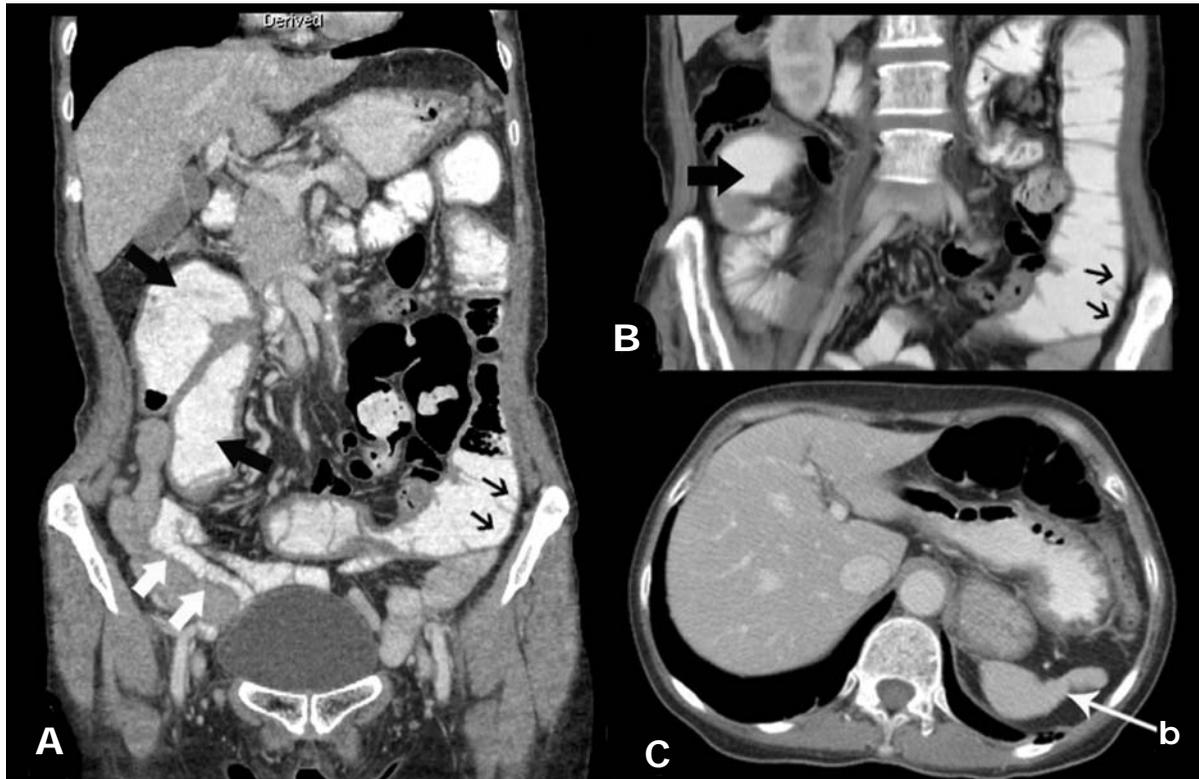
Tomografía computarizada de ingreso con contraste oral e intravenoso. A y B) Cortes coronales que evidencian dilatación de las asas intestinales (flechas negras), ilealización de las asas yeyunales (flechas pequeñas) y yeyunización de asas ileales (flechas blancas). C) Corte axial en fase portal que revela el hipoesplenismo (b).
